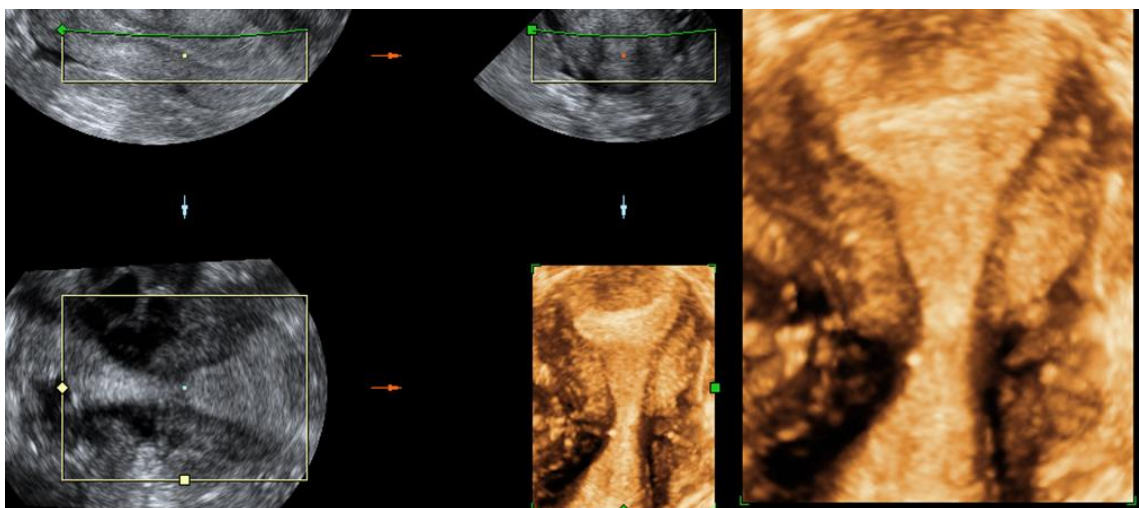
Ecografía 3D del útero. Planos ortogonales A (arriba a la izquierda), B (arriba en el centro) y C (abajo a la izquierda). En el centro abajo y a la derecha se encuentra la imagen de reconstrucción tridimensional del útero.
